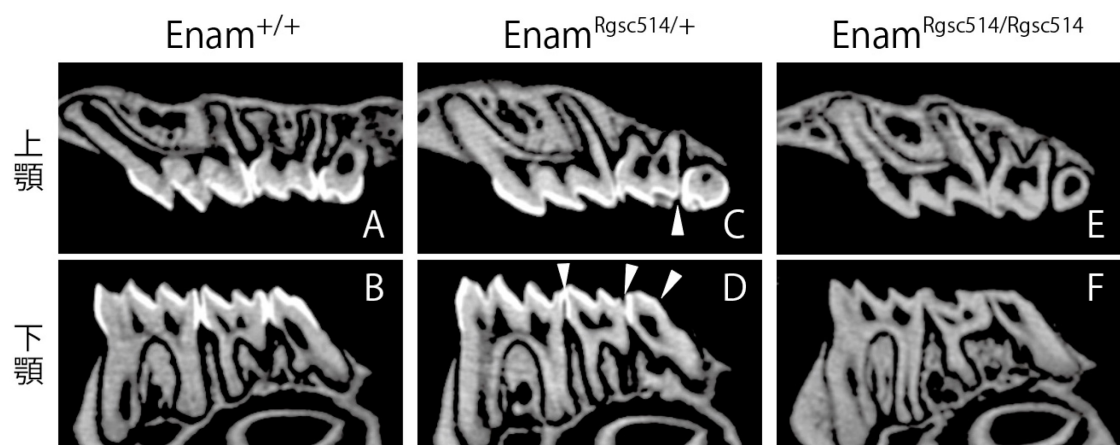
マイクロ CT による上下顎左側第一白歯の矢状断画像
